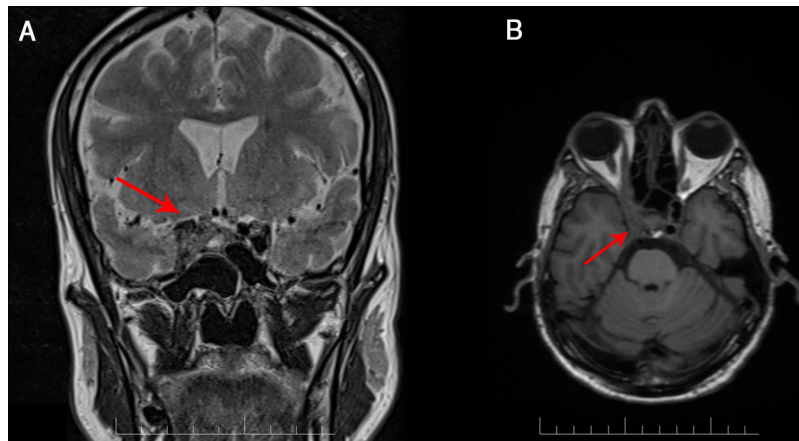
RM cerebral en secuencia T2 FLAIR corte axial (A) y T2 coronal (B) que muestra masa en seno cavernoso derecho.
